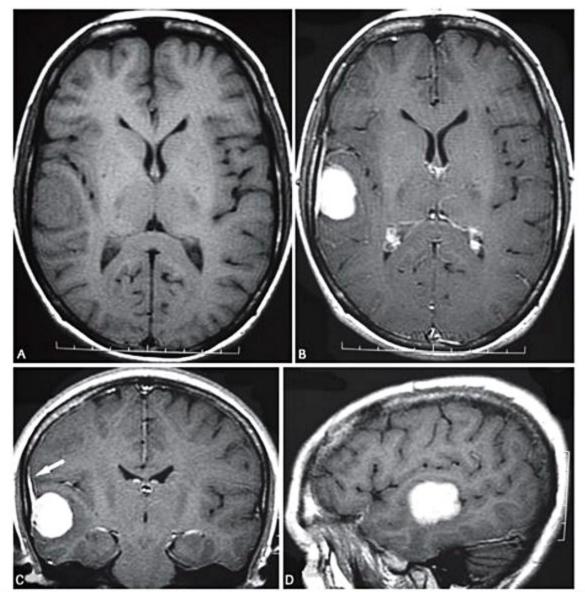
Meningeoma. (A) Imagem de RM no plano axial, ponderada em T1 sem o uso do contraste paramagnético, demonstra lesão expansiva extra-axial isointensa temporal direita. Após a administração de gadolínio, observa-se realce intenso e homogêneo da lesão nos planos axial (B), coronal (C) e sagital (D), inclusive com a presença associada do sinal da cauda dural (seta em C).
